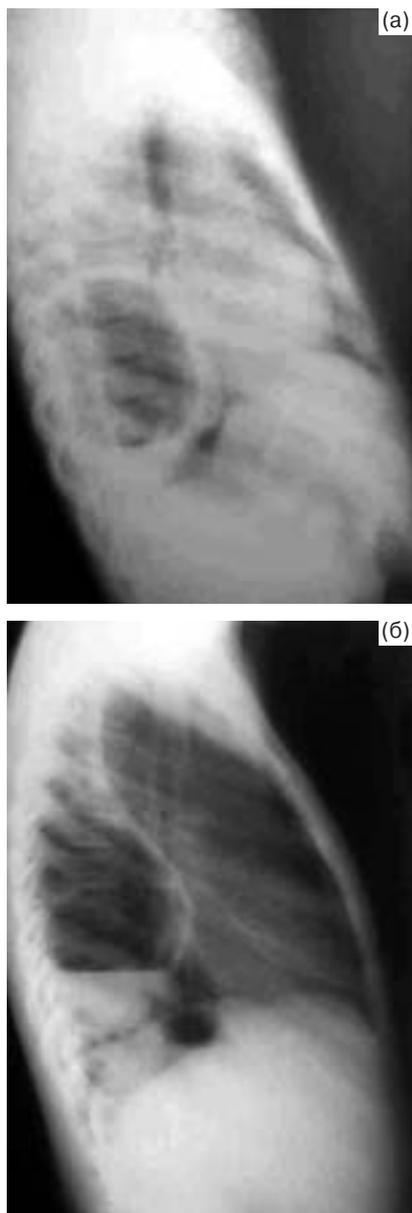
Рентгенограммы грудной клетки в боковой проекции: а – абсцесс легкого; б – осумкованная эмпиема плевры.
